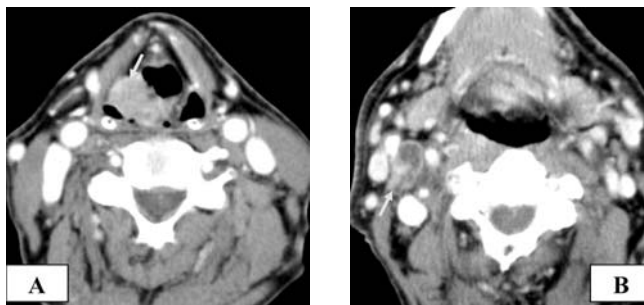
Пациент К., 58 лет. МСКТ шеи с внутривенным контрастированием. Определяется смешанного характера опухоль, занимающая правую черпало-надгортанную складку, распространяющаяся на фиксированный и свободный отдел надгортанника справа, медиальную стенку правого гортанного синуса (рис. «А»). Метастатическое поражение лимфатических узлов глубокой яремной цепи справа (рис. «В»). Опухоль и метастатически измененные лимфатические узлы показаны на иллюстрациях стрелками.
